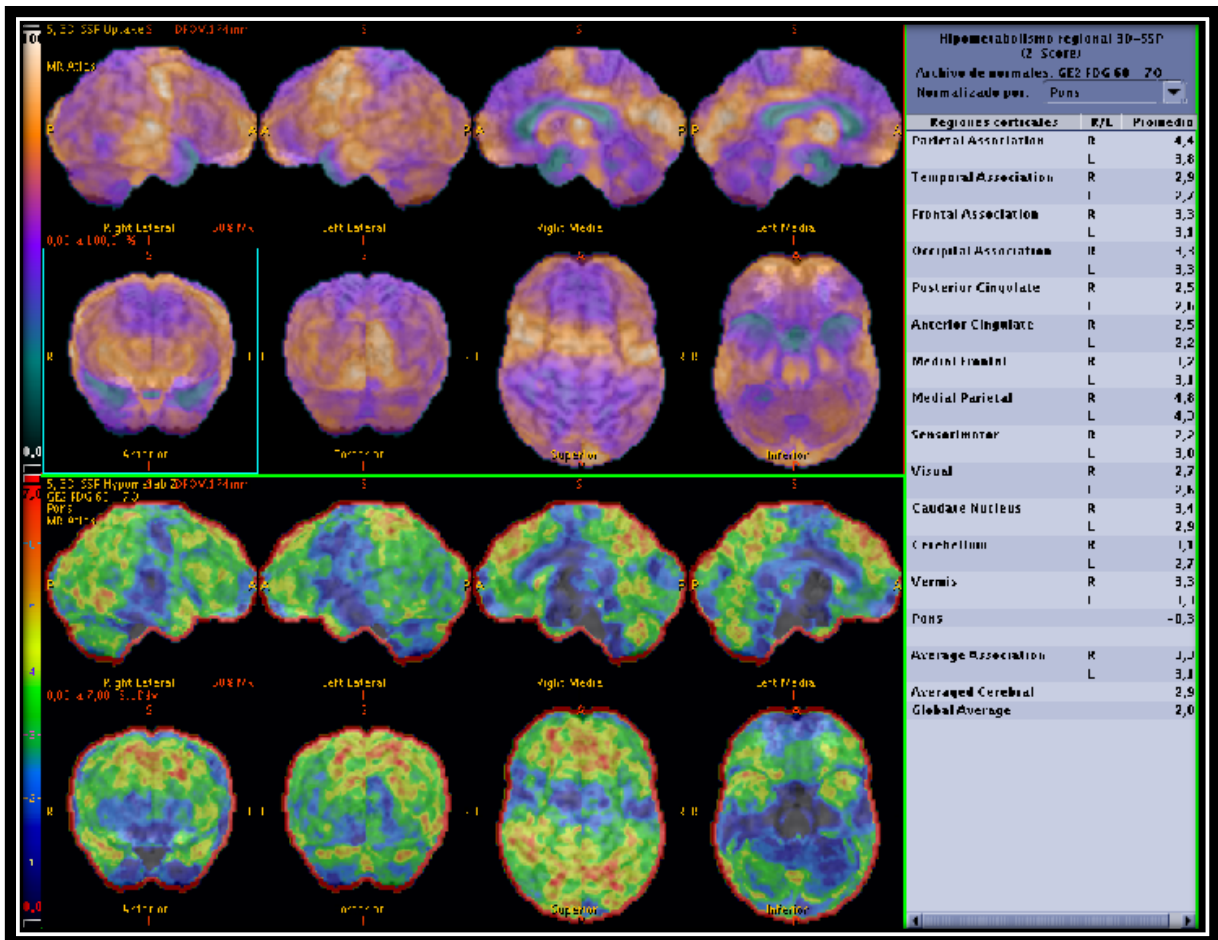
Imagen de 3D SSP de paciente con antecedente de enfermedad de Adison, el cual muestra hipometabolismo de 18 FDG a nivel de la corteza parietal, temporal, occipital, cíngulo posterior y anterior, corteza sensoriomotora y visual, núcleos caudados cerebelo y vermis de predominio derecho, sugestivos de Alzheimer severo, sin embargo debido a la zona de hipometabolismo en la corteza visual primaria la demencia por cuerpos de Lewy no se puede descartar.
